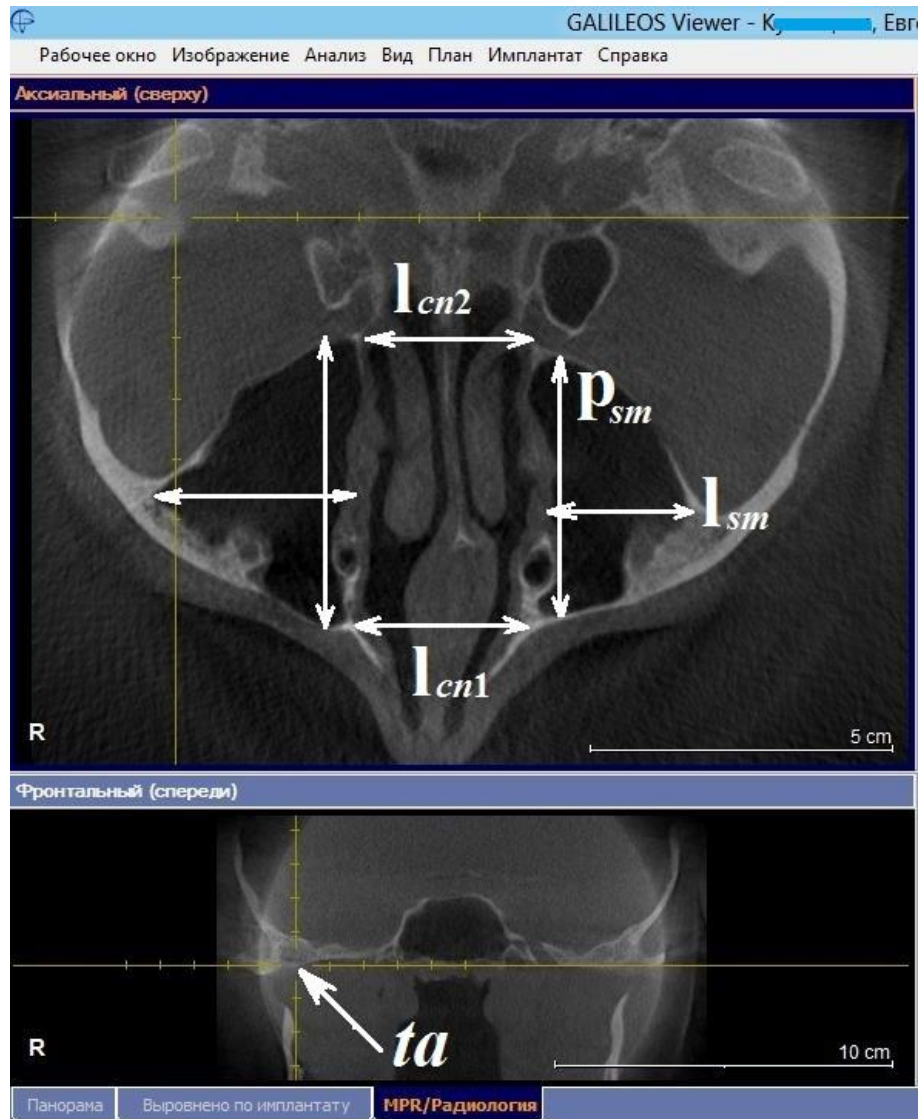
Точка *ta* при конусно-лучевой компьютерной томографии. Параметры верхнечелюстных пазух и полости носа, определяемые в горизонтальном сечении (аксиальный реформат). Наибольшие ширина (*l*) и глубина (*p*) верхнечелюстной пазухи, sinus maxillaris (*sm*). Ширина полости носа, *cavum nasi*, у переднего края (*l_{cn1}*) и заднего края (*l_{cn2}*) верхнечелюстных пазух. Окно «MPR/Радиология».
